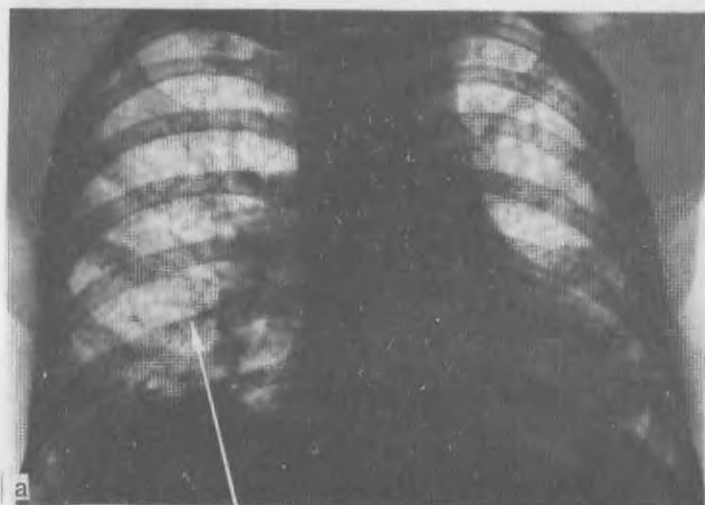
Фрагмент рентгенограммы при синдроме Гужеро — Шегрена. Диффузная сетчатость легочного рисунка.
